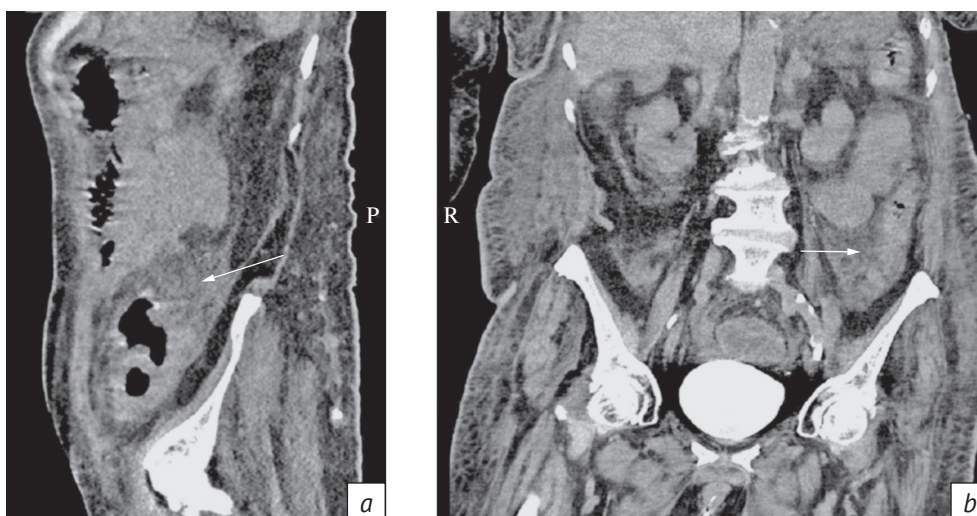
КТ органов брюшной полости, нативная фаза сканирования. Тяжистость и уплотнение параколической клетчатки (*a, b*)
